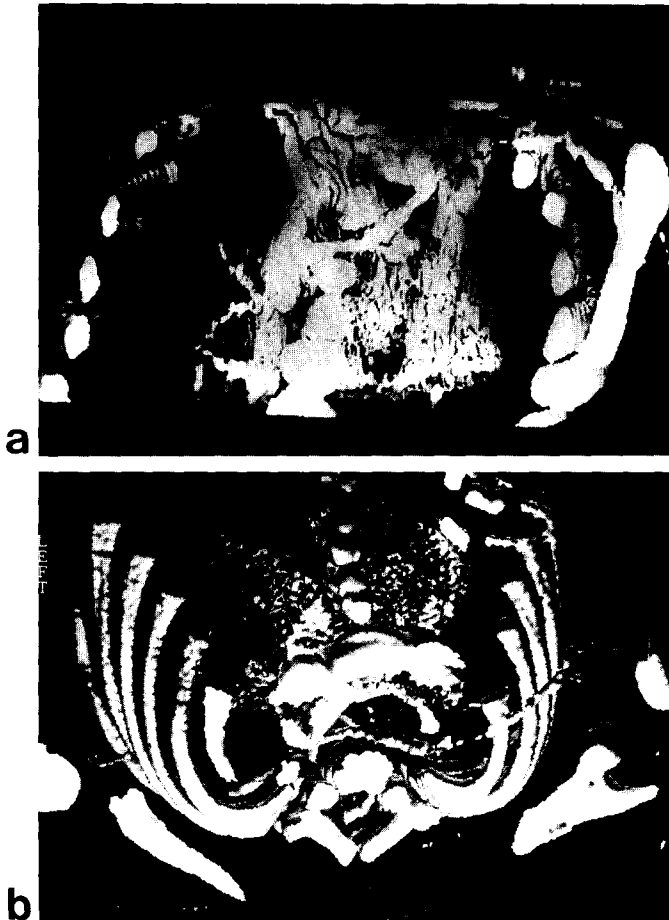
a. 수술전 3차원 흉부단층촬영. 혈관과 골구조를 촬영 후 척추를 제거한 다음 후방에서 관찰한 사진: 기시이상의 우측 쇄골하동맥이 대동맥궁의 후하방에서 제4분지로 기시하고 있다. b. 상부에서 관찰한 3차원 흉부단층촬영. 우측쇄골하동맥이 대동맥궁에서 기시하여 우측으로 향하고 있다.
